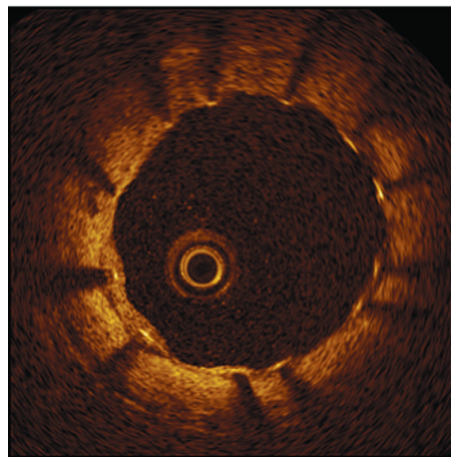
Naczynie wieńcowe bezpośrednio po zabiegu implantacji stentu — prawidłowa apozycja elementów konstrukcyjnych do ściany tętnicy — obraz optycznej tomografii koherentnej
